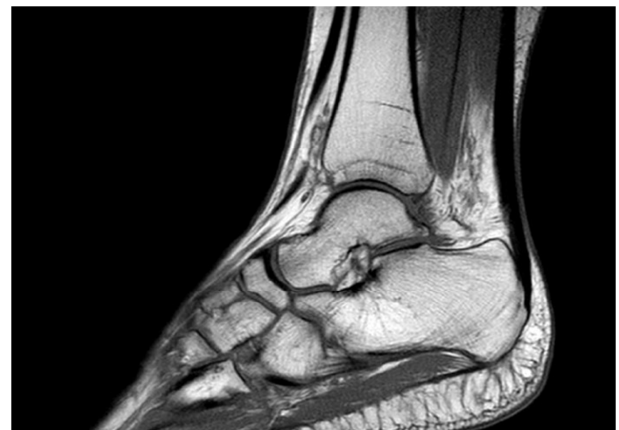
RM tobillo post luxación subastragalina sin imágenes de osteonecrosis.
